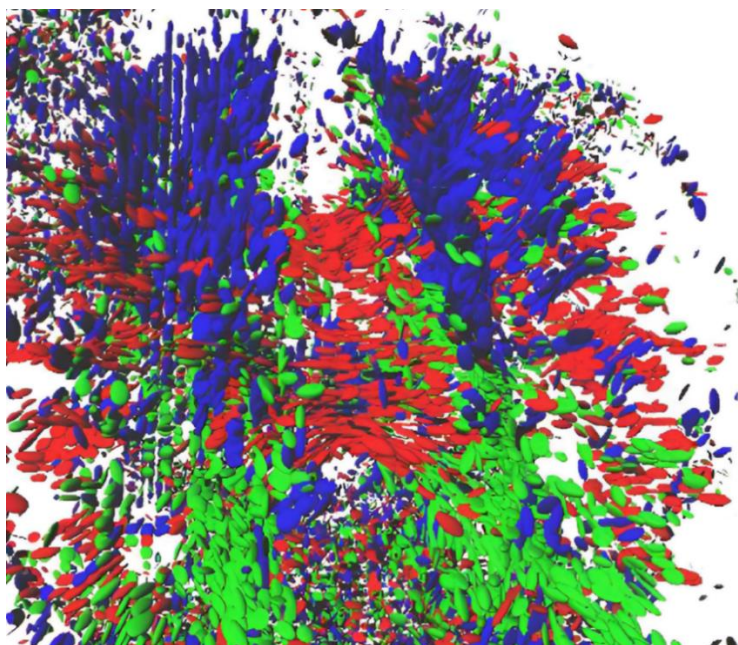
Визуализация геометрической интерпретации тензора диффузии молекул воды
